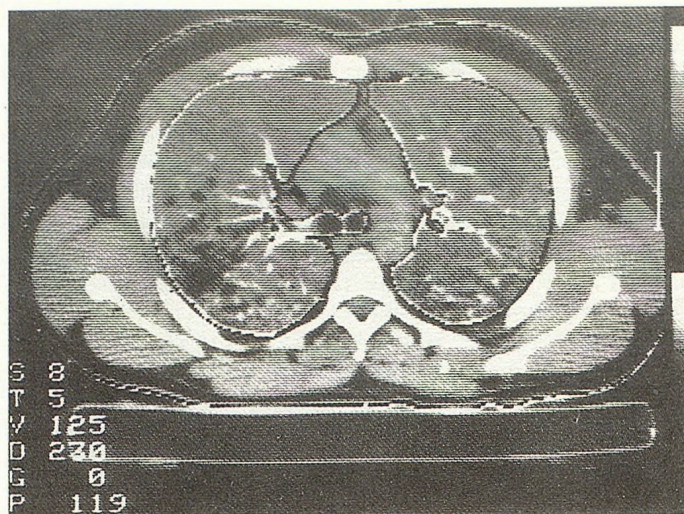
Компьютерная томограмма органов грудной клетки больного О.
